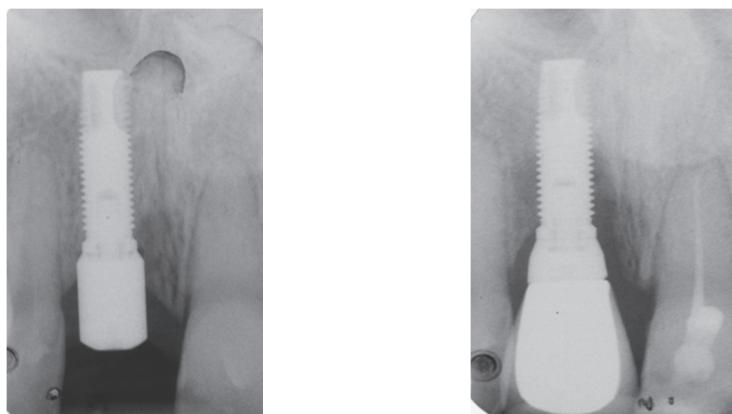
Diagnostic radiographique d'une lésion péri-implantaire à 8 ans (Dr GLISE JM)
